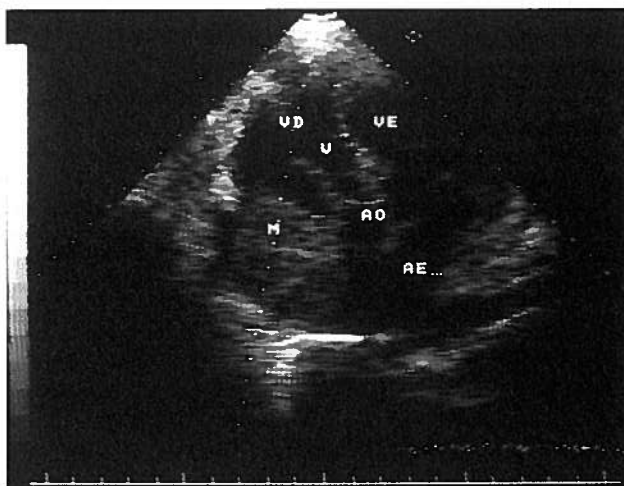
Ecocardiograma Transtorácico Bidimensional Apical 5 Câmaras
